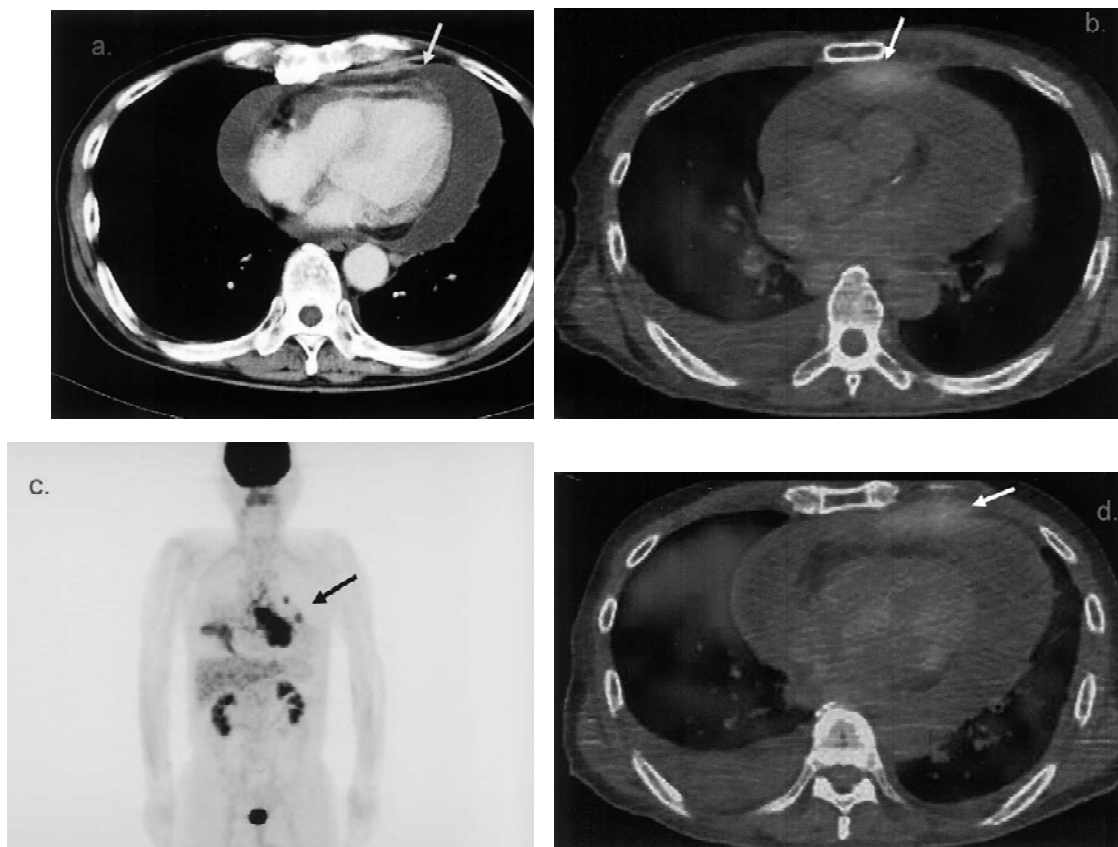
a): Enhanced CT showed a mass about 3.5 cm in diameter (arrow) and pericardial effusion. b), d): axial views: FDG uptake in anterior pericardium.(arrow). c): coronal views: FDG uptake in pericardium (arrow).
